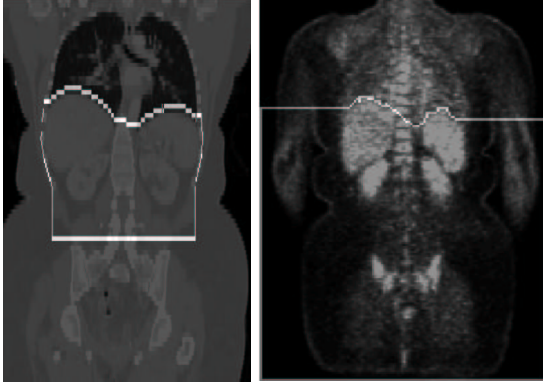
Région d'intérêt utilisée pour la segmentation des reins. A gauche : image TDM. A droite : image TEP.
